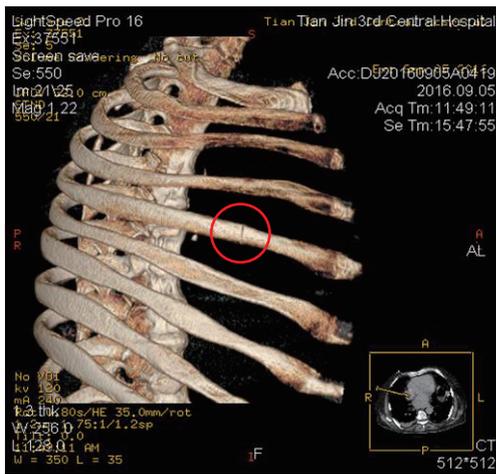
患者心肺复苏成功后胸部 CT 三维重建显示右侧第 5 肋骨骨折(圆圈所示)
